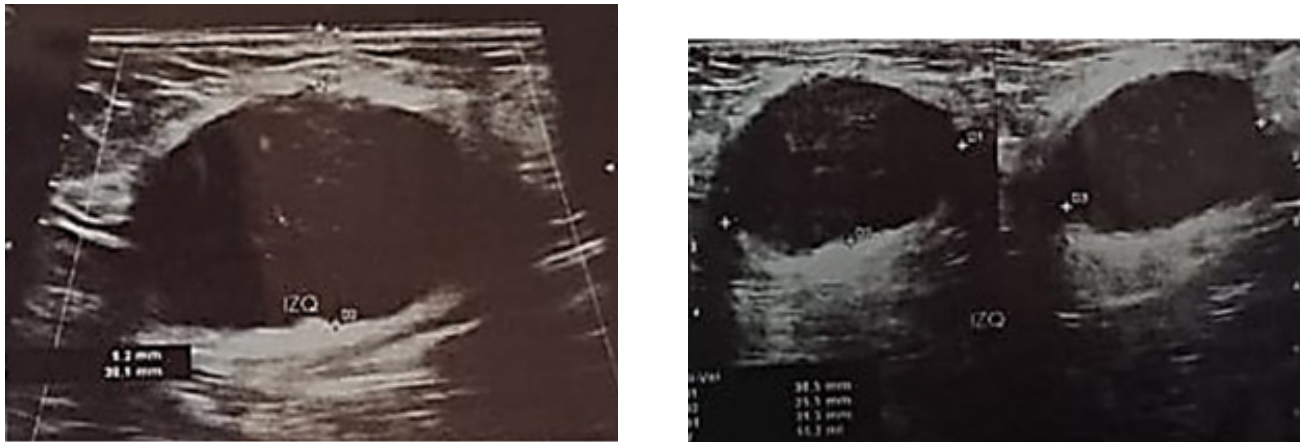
Ecografía inicial de masa inguinal
